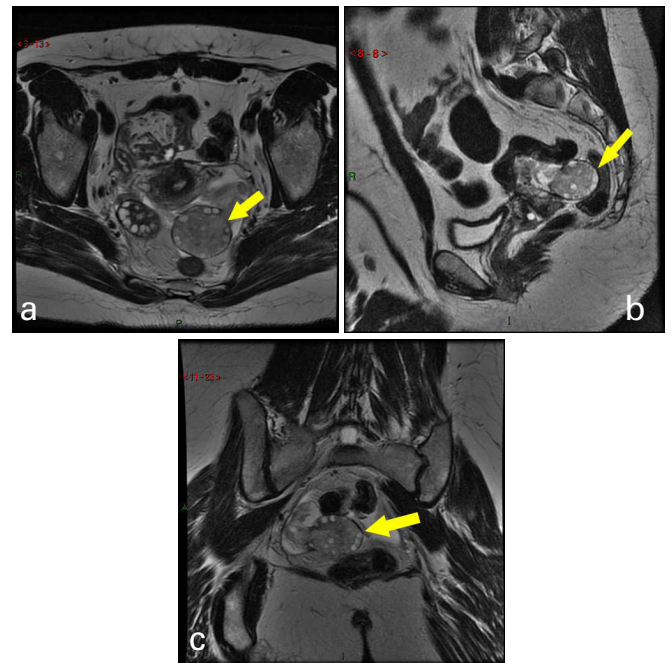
Imagens de RM ponderadas em T2 – (a) axial, (b) sagital, (c) coronal – mostram ovário esquerdo bastante aumentado de volume, tendo hipersinal discreto do seu estroma, sugerindo edema (setas amarelas). Existe espessamento e leve ectasia da tuba uterina esquerda
